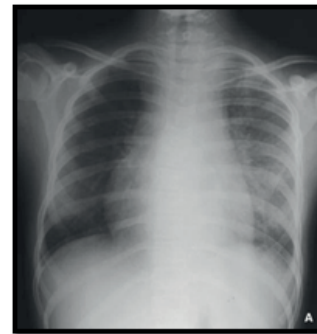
Radiographie de thorax montrant un élargissement médiastinal.
